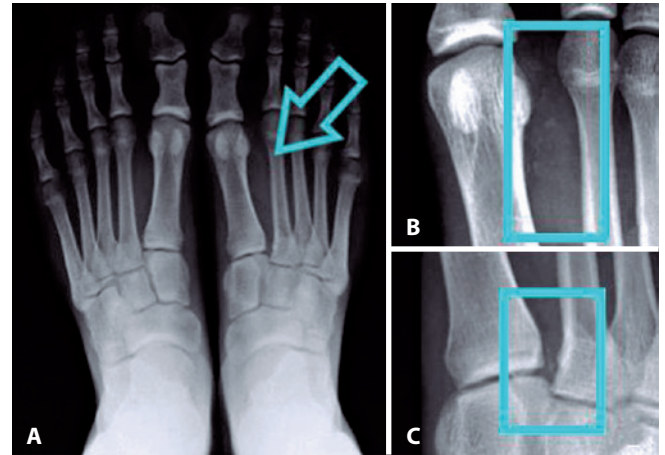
A - Radiografia AP com carga, com discreto alinhamento em varo do 1º metatarsal à esquerda, assimétrico, com aumento do espaço intermetatarsal (seta). B - Em detalhe, as calcificações entre a cabeça do primeiro e segundo metatarsais. C - Em detalhe, as calcificações entre as bases do primeiro e segundo metatarsais junto à articulação de Lisfranc.
